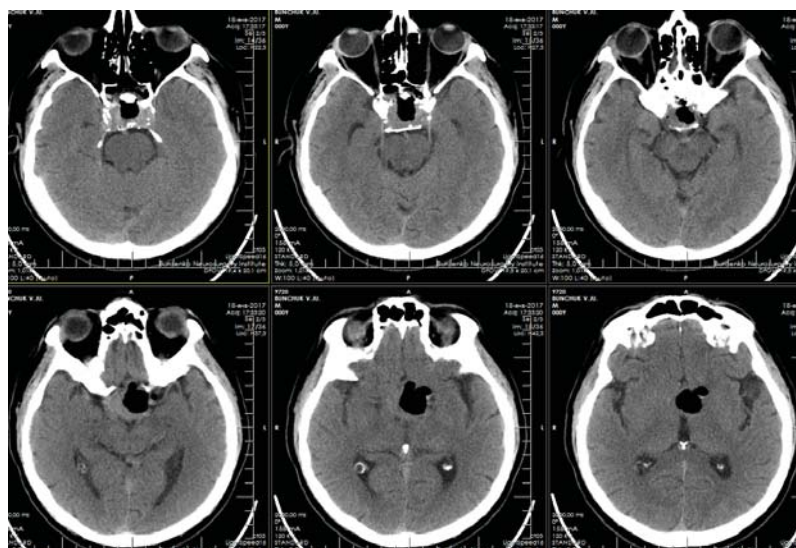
Послеоперационный КТ-контроль. Воздух в ложе удаленной опухоли. Гематом нет. Имеется незначительное пропитывание кровью гемостатических материалов
